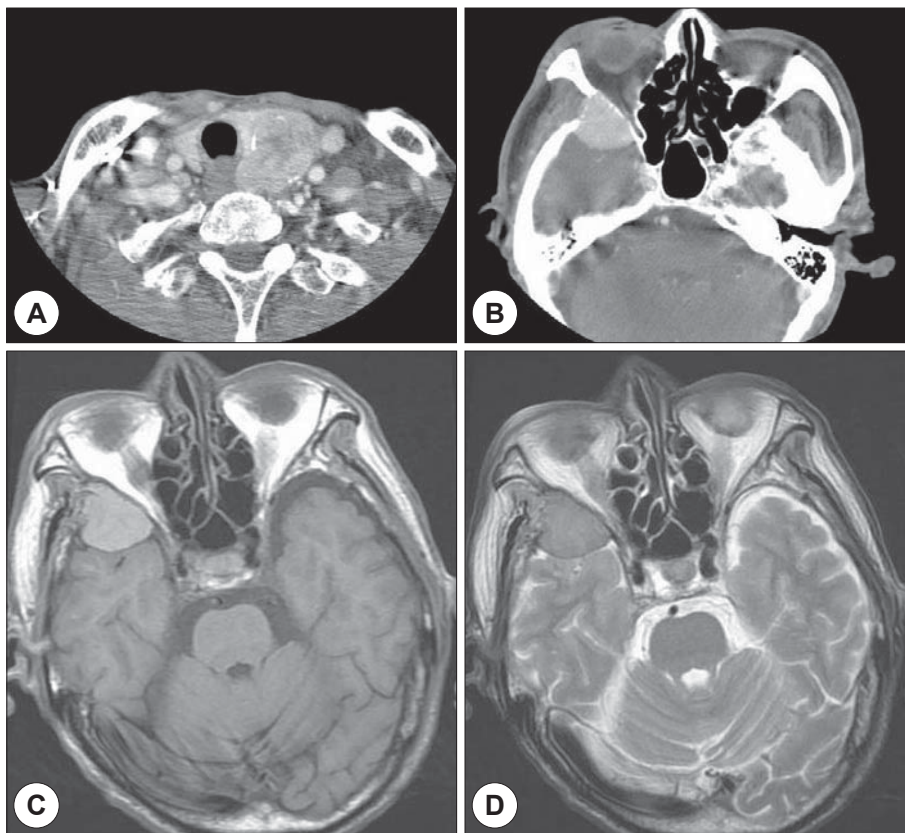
Preoperative neck CT and brain CT, MRI findings. A : The contrast enhanced neck CT shows about 3.5×2.9cm sized calcified heterogeneous enhancing mass in the left thyroid gland with capsular invasion. B : Brain CT scan shows erosive enhancing mass in right temporal fossa. T1(C) and T2(D) weighted axial image shows heterogeneous mass in right temporal fossa.
